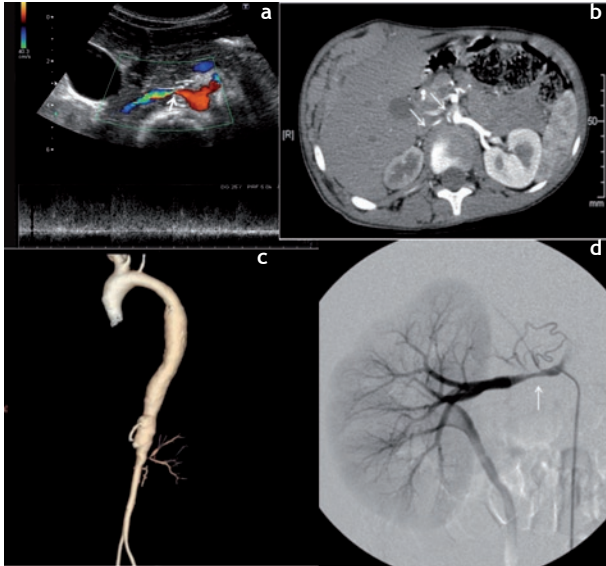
a) US:estenosis AD. b) TCMC: estenosis AD. c) Angio-TC: Enf. Takay. d) AD: enf. RV
